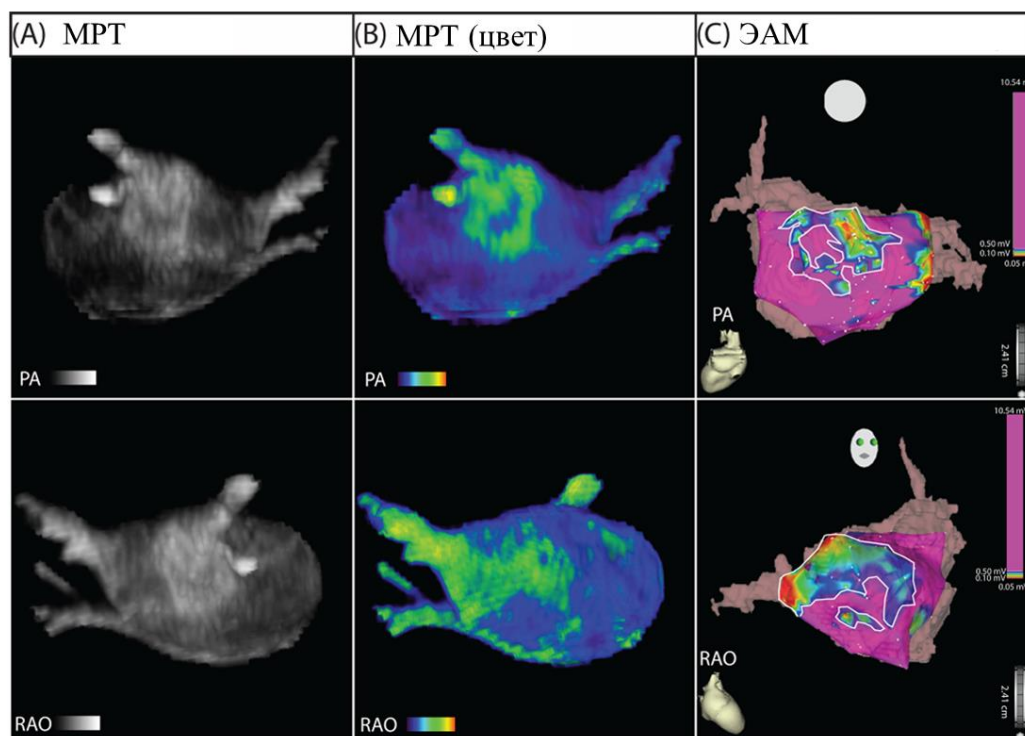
Соотношение данных МРТ и электроанатомической карты в задней (РА) и правой передней косой (РАО) проекциях. (А) Сегментированное МРТ с поздним усилением выявляет дискретные зоны усиления сигнала в области задней стенки и межпредсердной перегородки. (В) Цветные 3D-модели улучшают динамический диапазон и лучше визуализируют паттерны усиления. (С) Электроанатомическая карта (ЭАМ), полученная во время инвазивного электрофизиологического исследования. Дискретные зоны низкого напряжения (в пределах белых линий), обнаруженные у данного пациента в задней стенке левого предсердия и перегородке, коррелируют с регионами усиления сигнала на МРТ.
